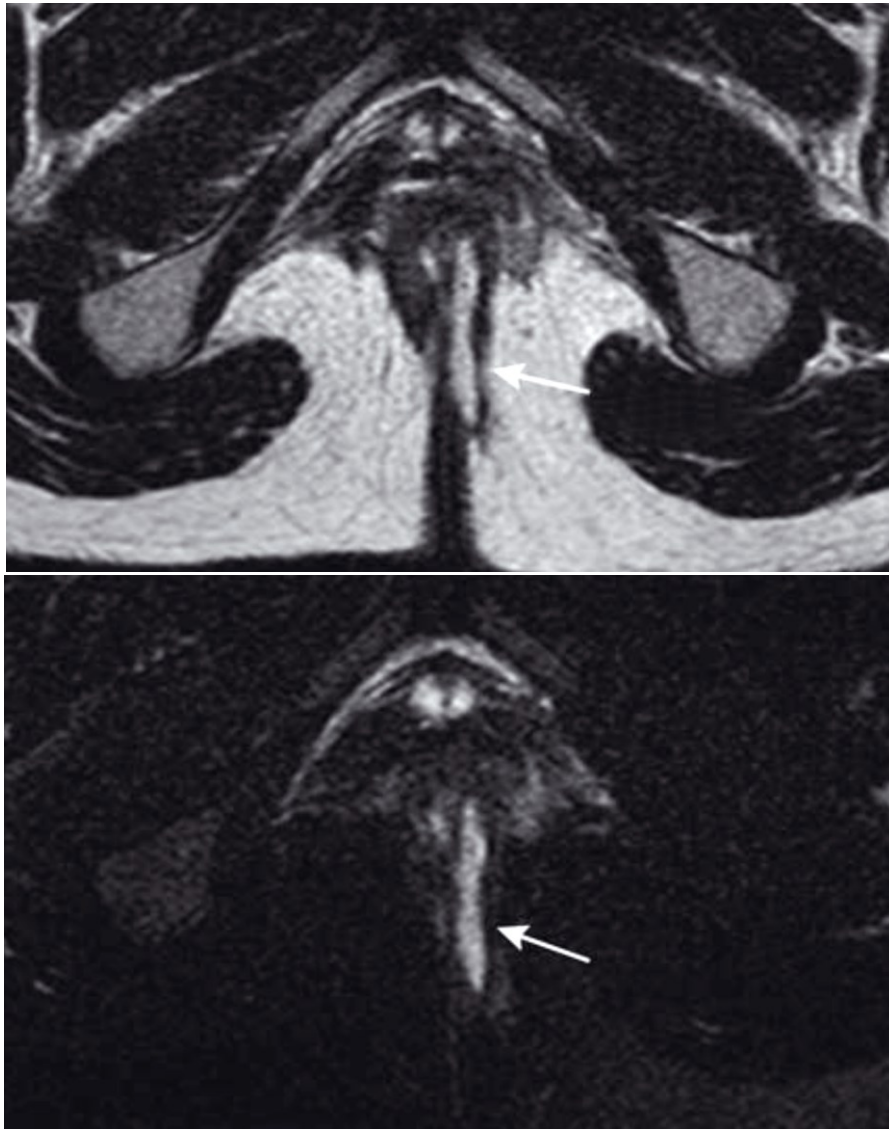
IRM, séquence axiale T2 sans (A) et avec (B) suppression de graisse. Trajet fistuleux en hypersignal T2 (flèches) bien visible sur la séquence avec suppression de graisse et avec petit liseré périphérique en hyposignal identifiable sur la séquence sans suppression de graisse.
